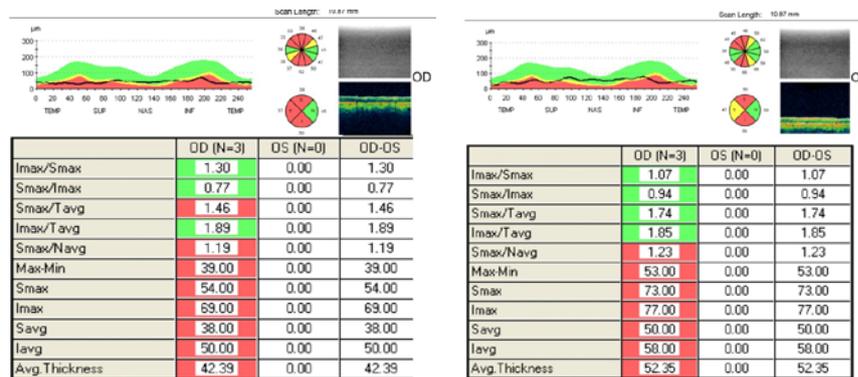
Данные оптической когерентной томографии больного И., 52 года (слева – до лечения, справа – после лечения через 6 мес.)
